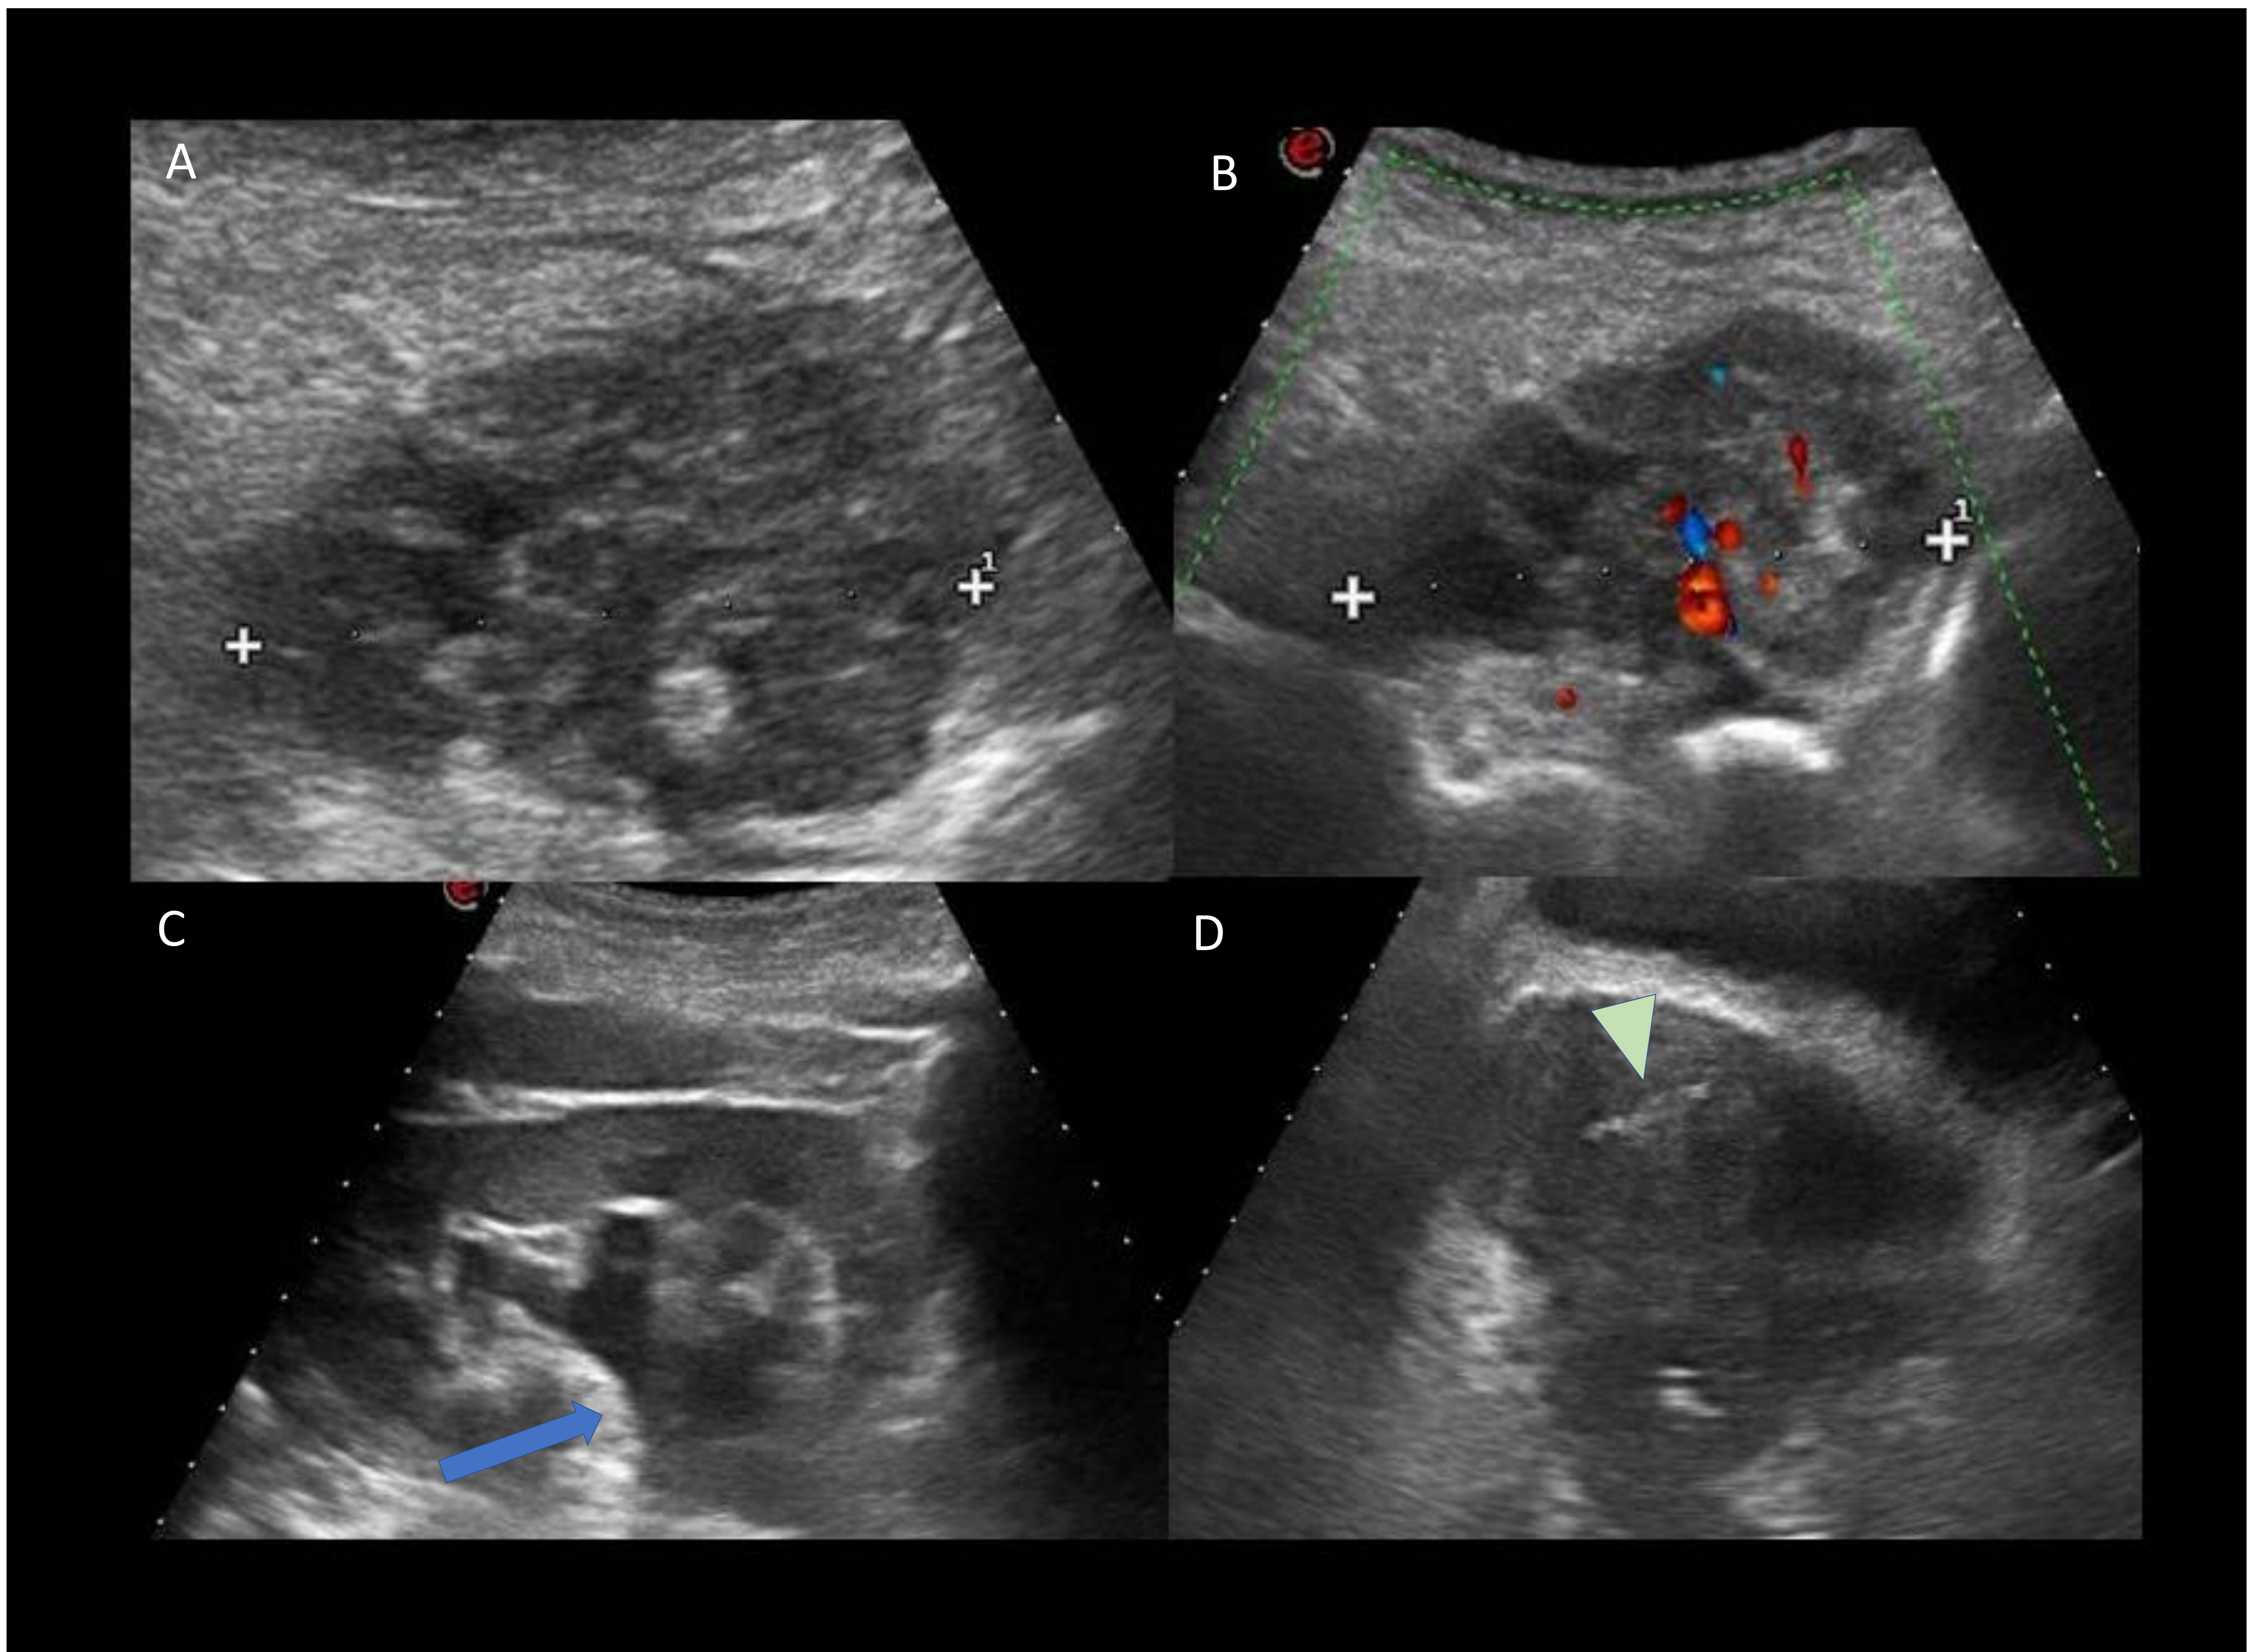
Mujer de 53 años que acude por dolor en FID y leucocitosis. Se solicita ecografía para descartar apendicitis aguda.
